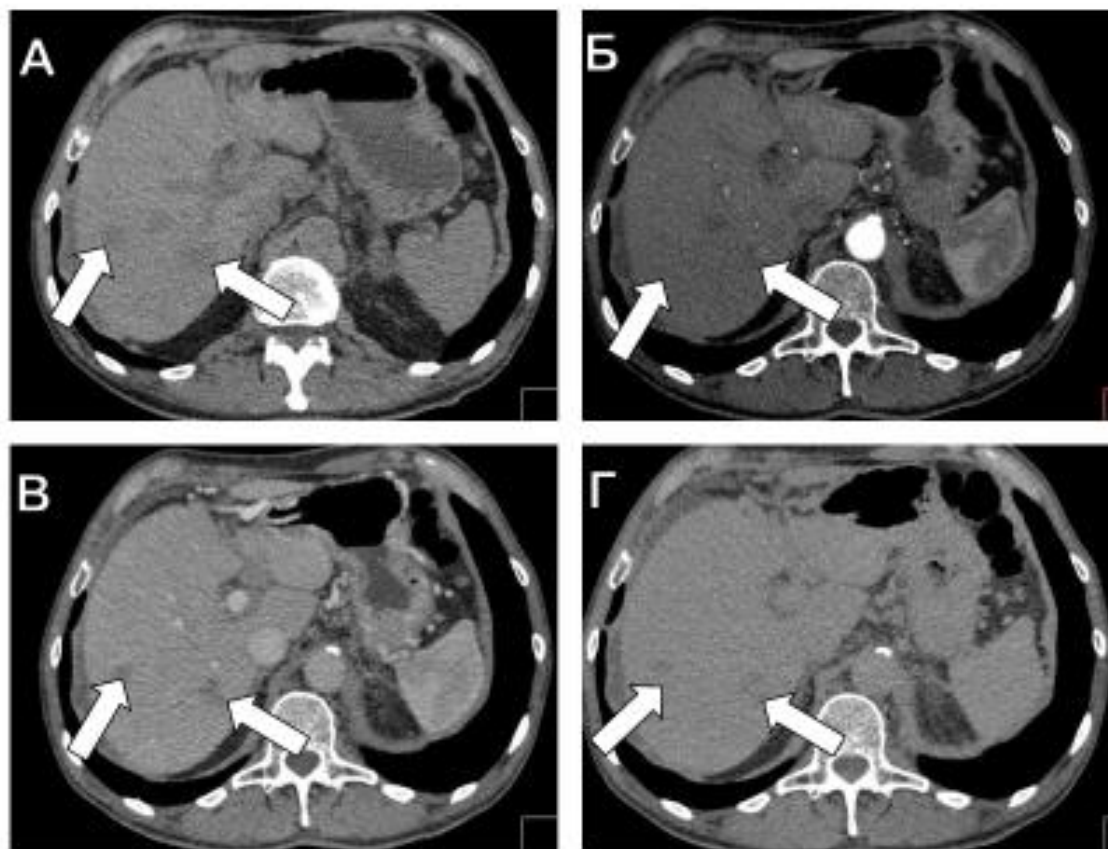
метастазы протоковой аденокарциномы поджелудочной железы (Grade 3) в печень, стрелками указаны гиповаскулярные очаги. Серия МСКТ-изображений полученных в нативную (А), артериальную (Б), венозную (В) и отсроченную (Г) фазы контрастного усиления
